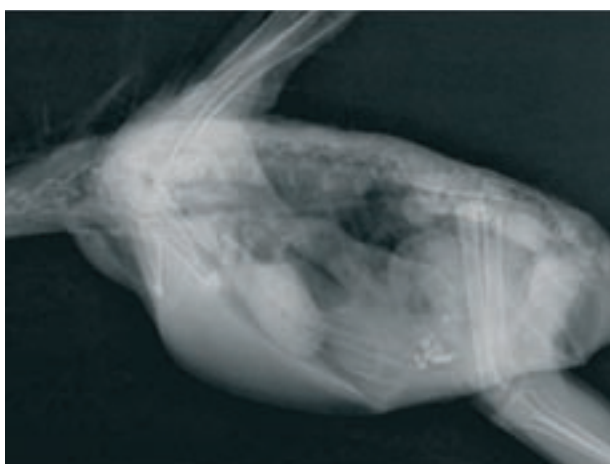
Radiografía laterolateral. Ligera dilatación ventricular con ausencia de gas.
